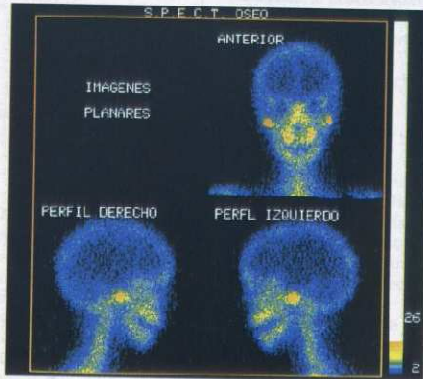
SPECT. La SPECT identifica a ambas ATM como zonas activas, compatible con actividad osteoclástica.
